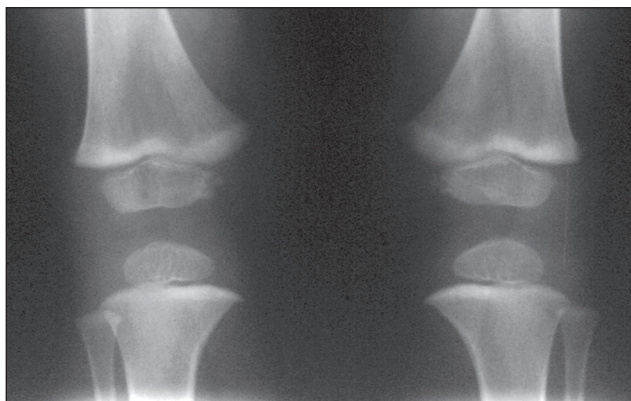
Рентгенограма хворого С. Розширення зовнішнього відділу зони росту стегнової кістки
